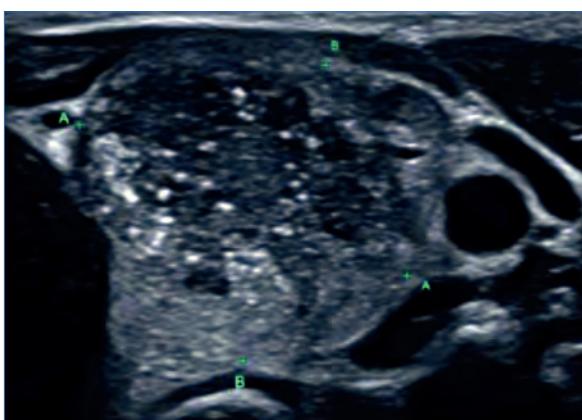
Ecografía tiroidea
